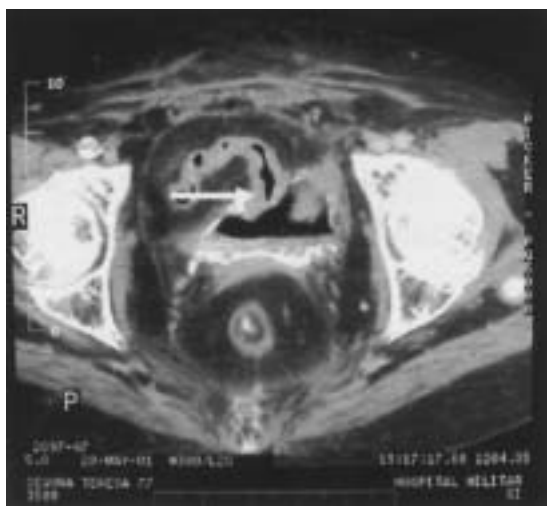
TAC de pelvis que muestra zona de unión entre el íleon (flecha) y la cloaca véscico-vaginal.
